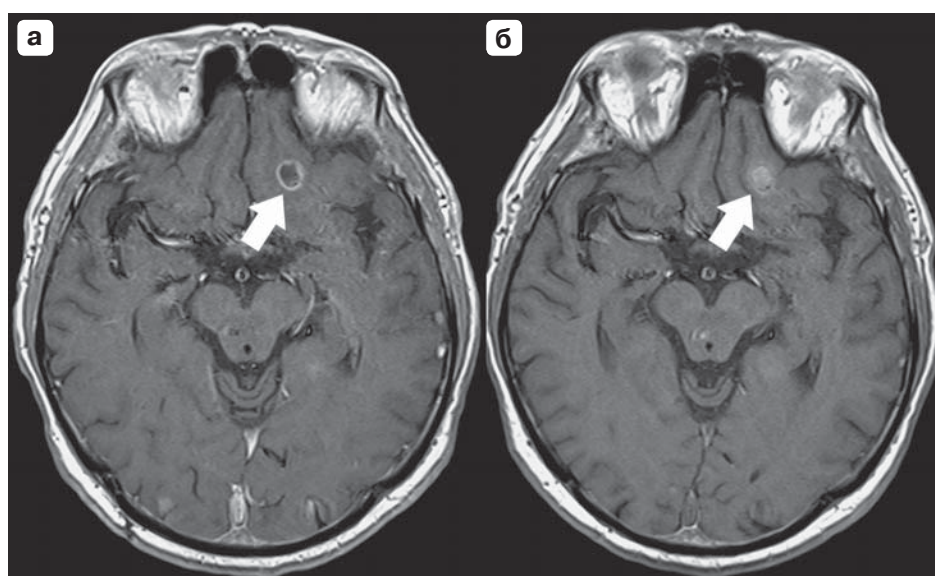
МР-томограммы больного Ю., 1955 года рождения, с метастазами рака легкого. Постконтрастные T1ВИ в аксиальной проекции. Изображение (а) получено сразу после введения контрастного вещества, изображение (б) – через 15 мин после введения контрастного вещества. Стрелкой отмечена дополнительная патологическая структура, которая накапливает контрастное вещество по кольцевидному типу сразу после введения контрастного вещества (а), а через 15 мин накапливает его и в центральной части (б).
